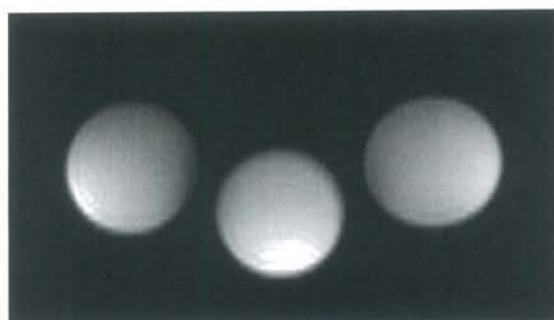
ファントムの MRI。Gd-DTPA 濃度は左から 0.1 mM、0.2 mM、0.4 mM にマイクロチューブファントムを配置した。
